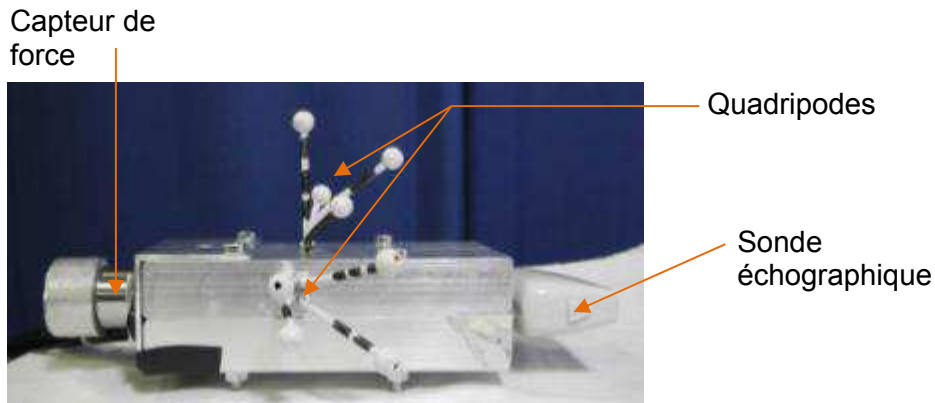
Instrumentation de la sonde échographique
